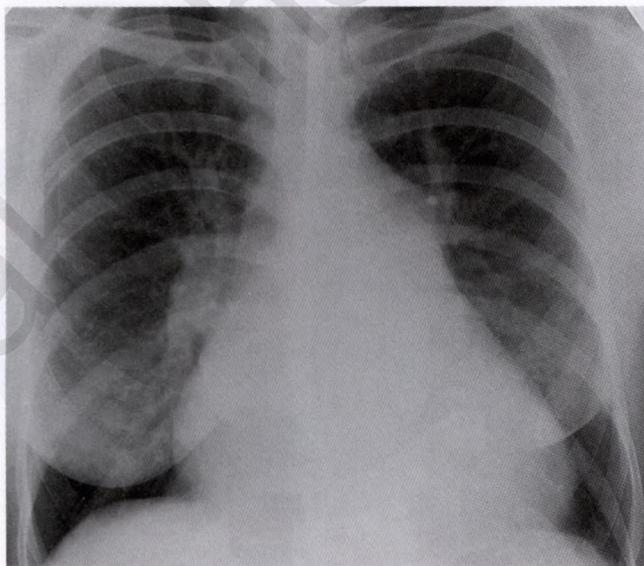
Рентгенограмма органов грудной клетки при НАП
